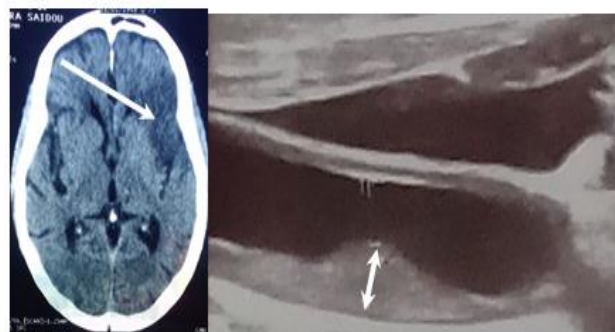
Cas 1 : Infarctus cérébral sylvien superficiel jonctionnel gauche (TDM cérébrale sans injection) avec sténose de l'artère carotide interne gauche à 70% du NASCET et augmentation de l'EIM en flèche (Doppler TSA)
